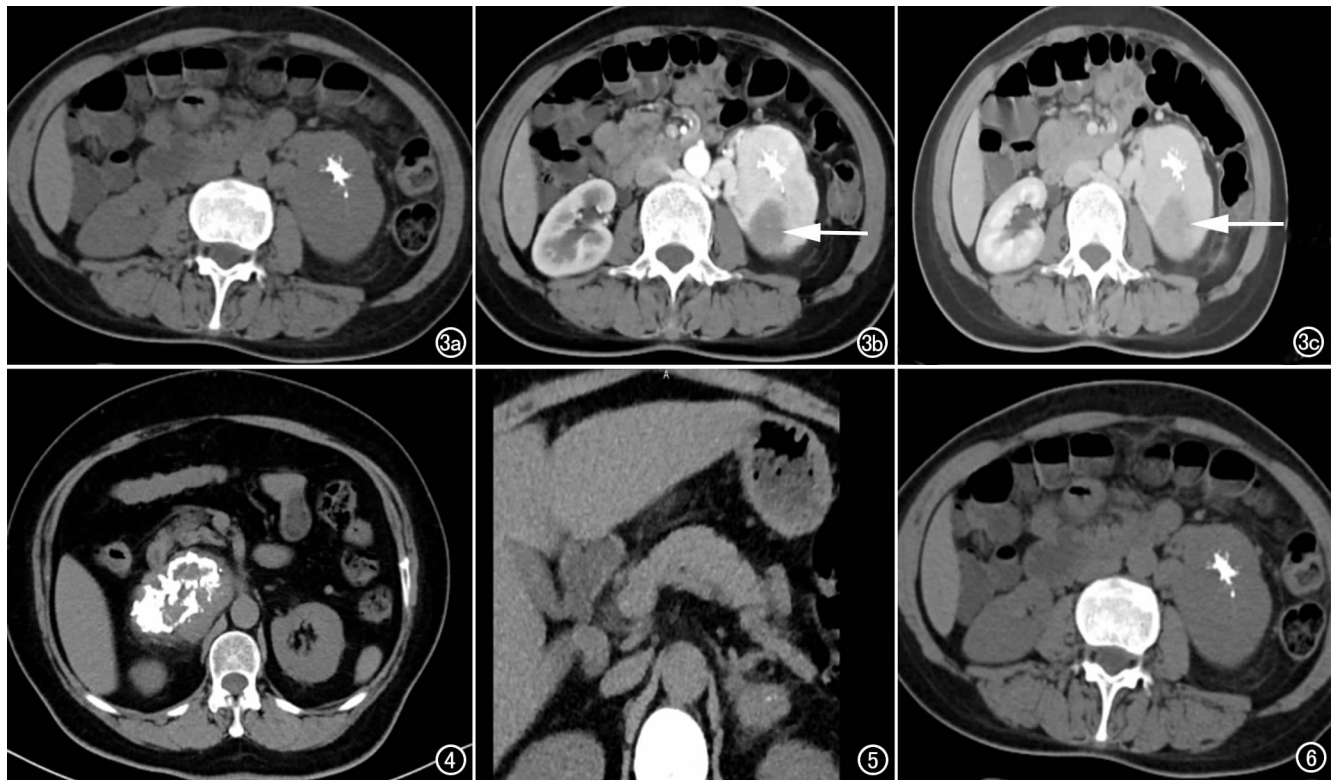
a) CT 平扫示左侧腹膜后(左肾前方)占位, 其内见星芒状钙化影; b) CT 增强动脉期示病灶内见片状低密度影(箭); c) CT 增强静脉期示病灶内低密度影呈延迟强化(箭)。图 4 右侧腹膜后(右肾前方)占位, 其内见分支状、簇状钙化影。图 5 左侧腹膜后(左肾前方、肾上腺下方)占位, 其内见点状钙化。图 6 左侧腹膜后(左肾前方)占位, 病灶中央见星芒状钙化。
